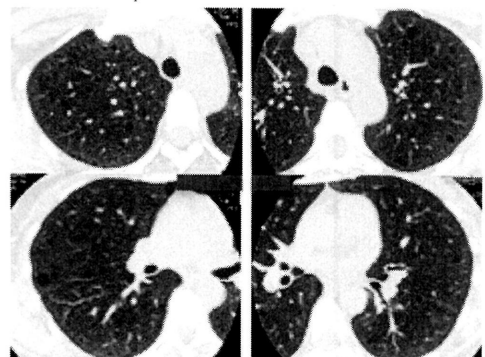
初診時 CT。最大 7mm の小嚢胞が
